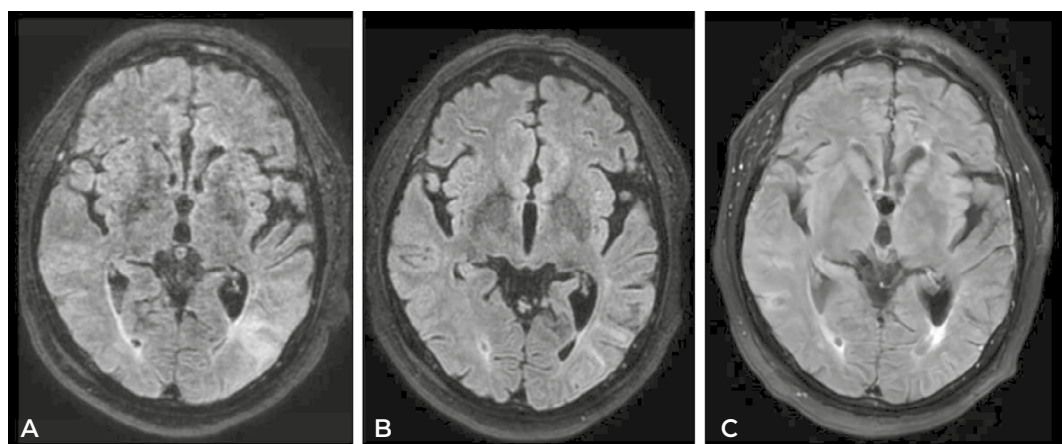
Evolución radiológica de lesión inflamatoria temporoparietal izquierda en secuencias FLAIR. A) Imagen antes del inicio de los corticoides, B) al día siguiente de terminar bolos intravenosos de estos y C) a los 7 meses después del inicio de los síntomas, con mejoría progresiva hasta la resolución de esta.
